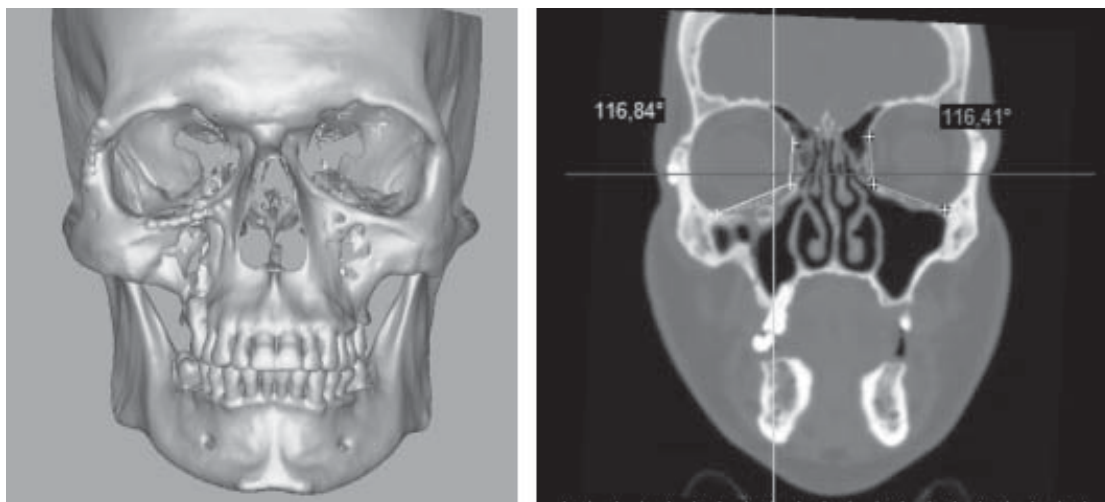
Контрольна 3-D КТ демонструє відновлення зовнішніх контурів очниці та вилицевої кістки, а також відновлення форми дна орбіти аналогічно здоровій стороні.
